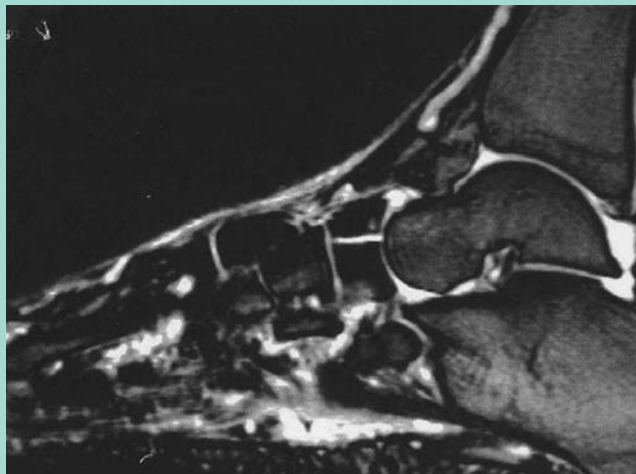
◀ MRT einer navikularen Stressfraktur
